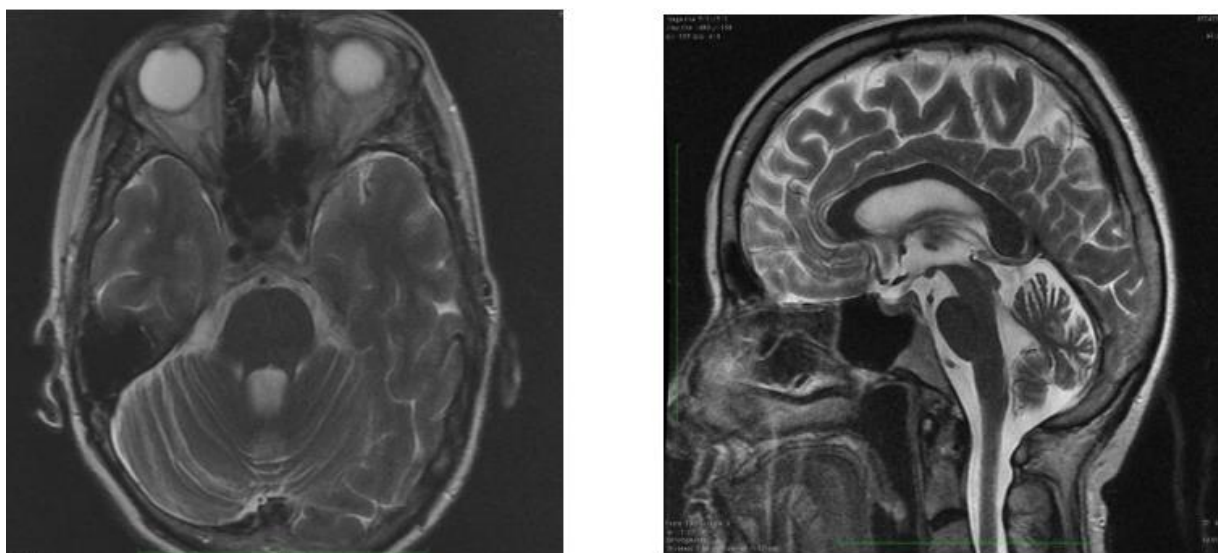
МРТ головного мозга в T2-взвешенном режиме, аксиальный срез (слева) и сагиттальный срез (справа). Визуализируется гиперинтенсивный очаг в средней трети червя мозжечка размерами до 1x0.8x1.2см (и/б 20916/С2021)
